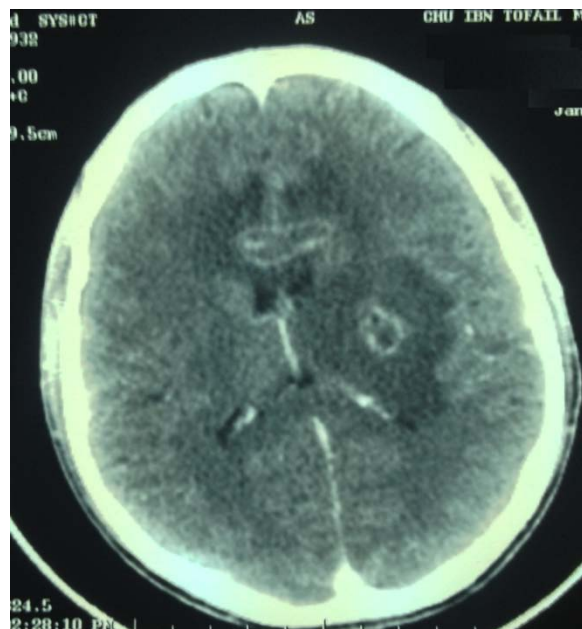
Coupe horizontale d'une TDM cérébrale avec injection : multiple lésions sous corticales avec prise de contraste annulaire avec œdème périlésionnel.
